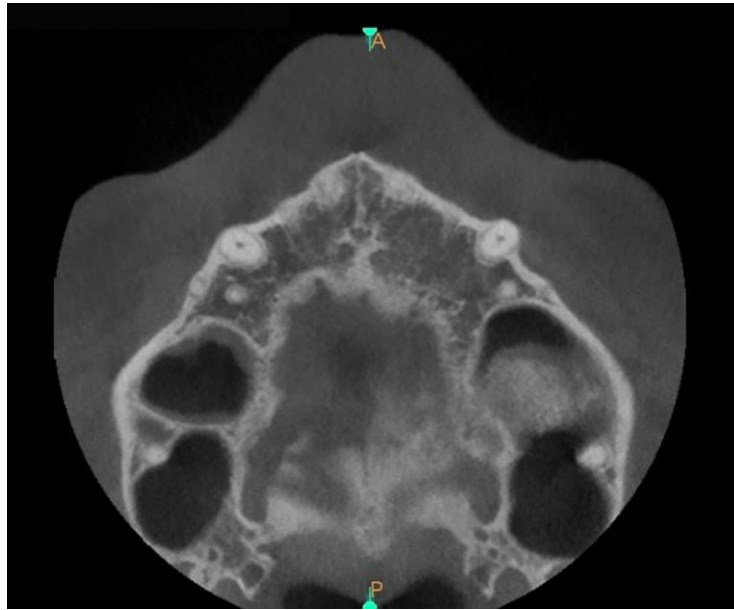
Scansione CBCT 3D di controllo post-chirurgico con relativi tagli (assiali, coronali, frontali): l'innesto appare in intimo contatto con la parete mediale del seno
